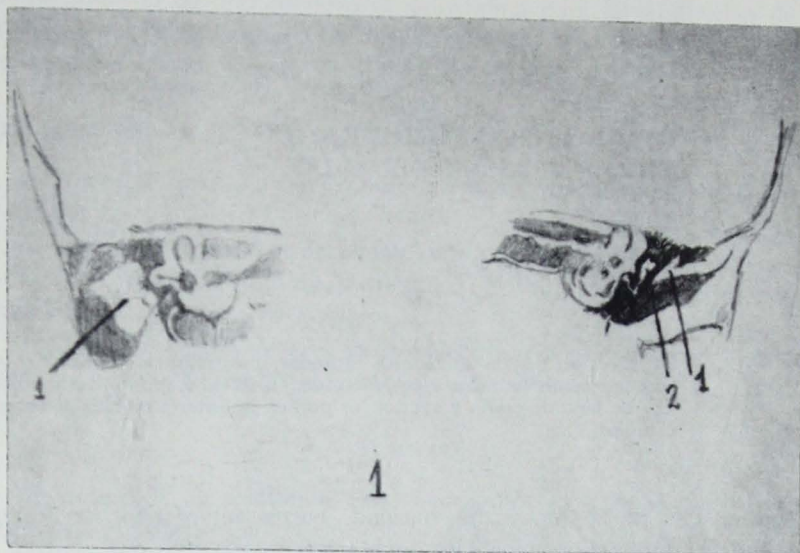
Tomografía comparativa en AP. El corte es más posterior en el oído derecho que en el izquierdo, por encontrarse aquél en posición más anterior. Se ve en el oído izquierdo normalidad tanto en conducto auditivo externo como en huesecillos, habiendo buena aereación en caja, ático y antro. Elementos del oído interno y conducto auditivo interno normal. En el oído derecho se aprecia placa atrésica grande (falta de desarrollo del anillo timpánico) ocupando el fondo del CAE, unido al espolón y a los huesecillos. Existen caja y antro.
